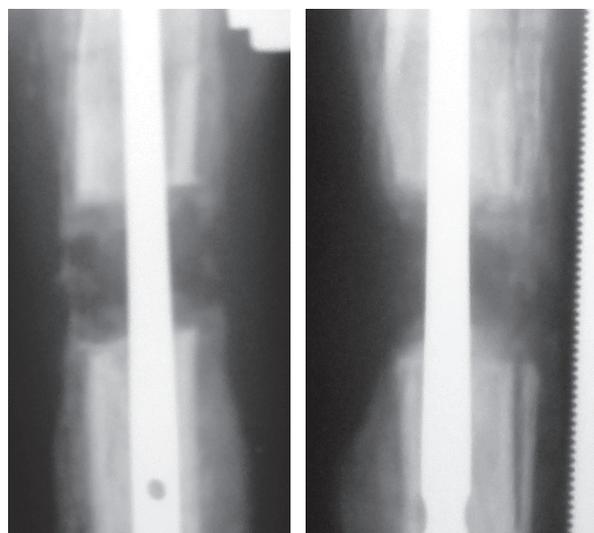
Фрагменты рентгенограмм, дистракция 28 суток
